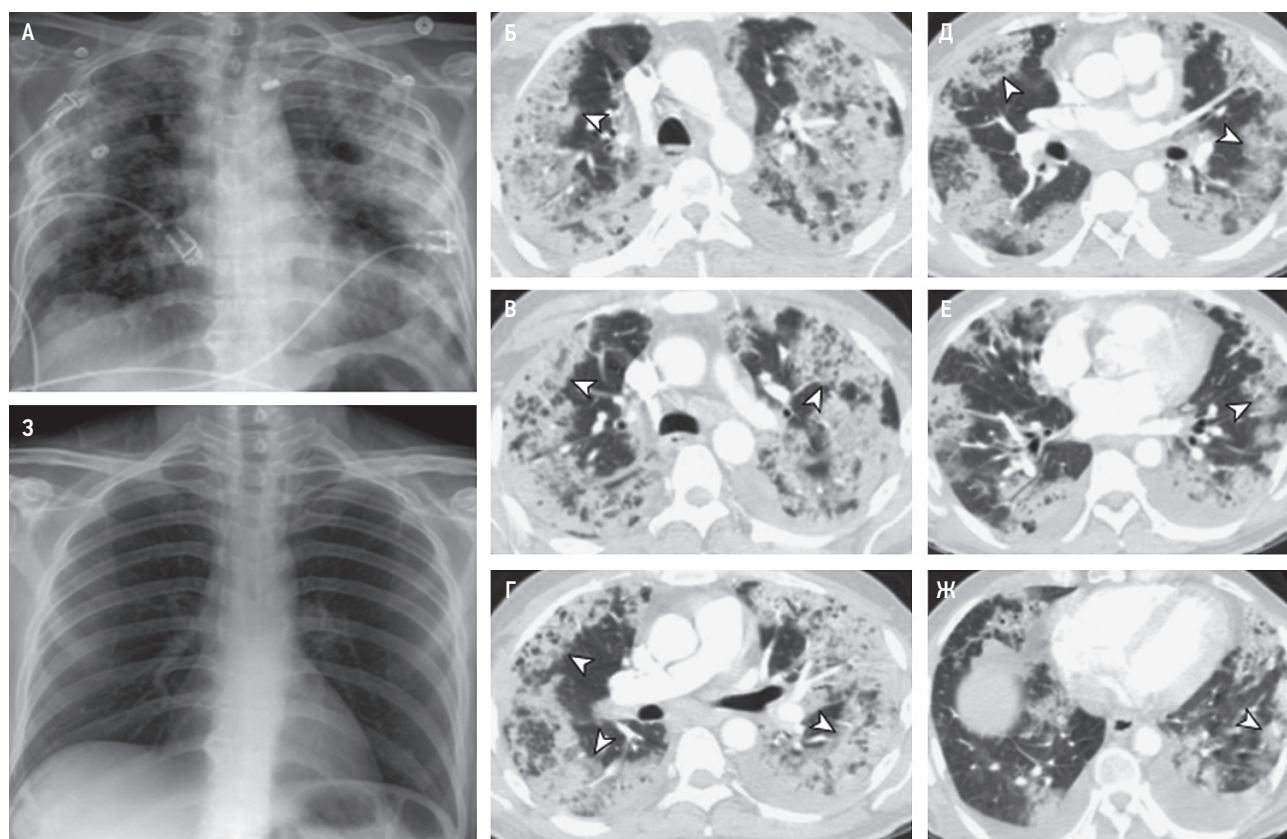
Антибиотик-индуцированная эозинофильная пневмония: А – рентгенография грудной клетки пациента, принимавшего даптомицин; 2-сторонние сливные инфильтраты по периферии легких; Б–Ж – компьютерная томография грудной клетки вскоре после рентгенографии (А); мультифокальные 2-сторонние, расположенные по периферии области нарушения прозрачности по типу «матового стекла» с консолидацией (стрелки); 3 – рентгенография после прекращения даптомицина; полное разрешение легочной патологии (по Dulohery M. et al., 2022 [55])
